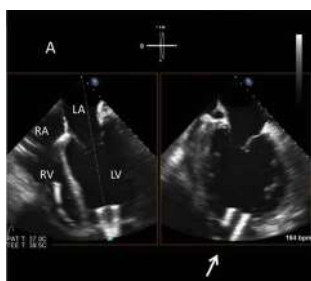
Position non obstructive de la canule d'aspiration à l'échocardiographie 2D
